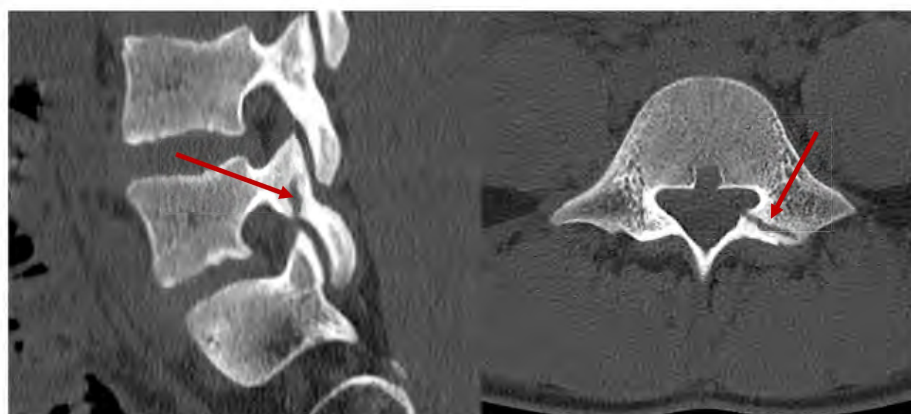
CT LWS sagittal und axial zeigt inkomplette knöcherne Unterbrechung in der Pars interarticularis L5 links
